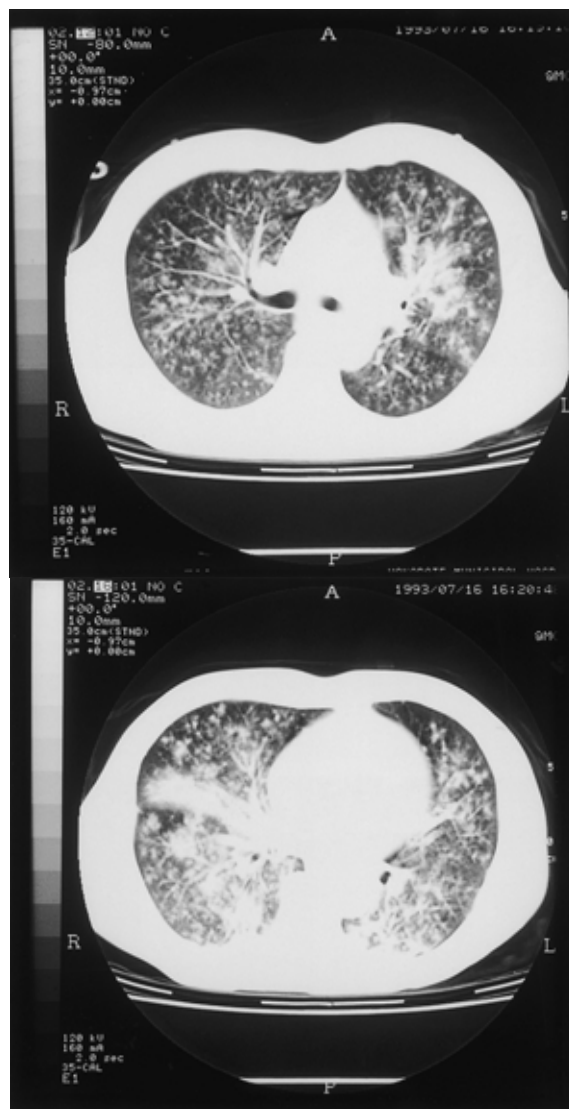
Chest CT scan obtained on July 16. Small nodules distributed in centrilobular pattern over both lung fields. Alveolar opacities in the peribronchial regions can also be seen.
